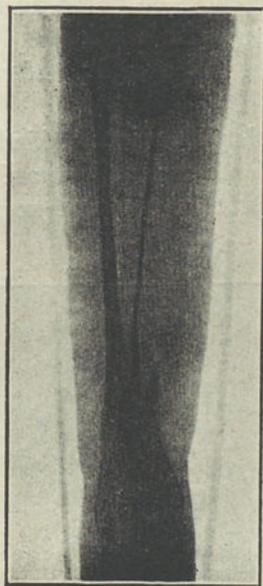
1.ª radiografia depois da transplantação aos 11 dias.
